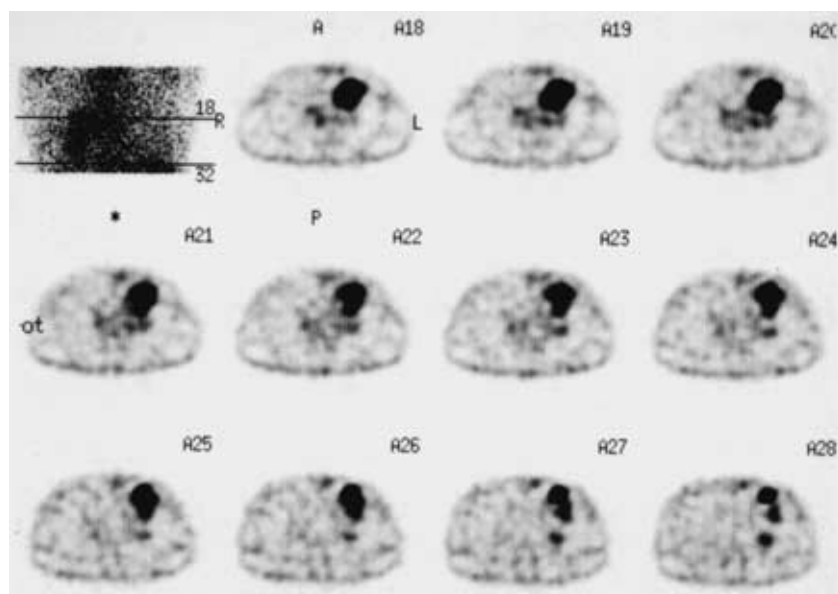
67-Ga scintigram shows strongly increased uptake in the left anterior mediastinum and slightly increased uptake in the left hilum.
